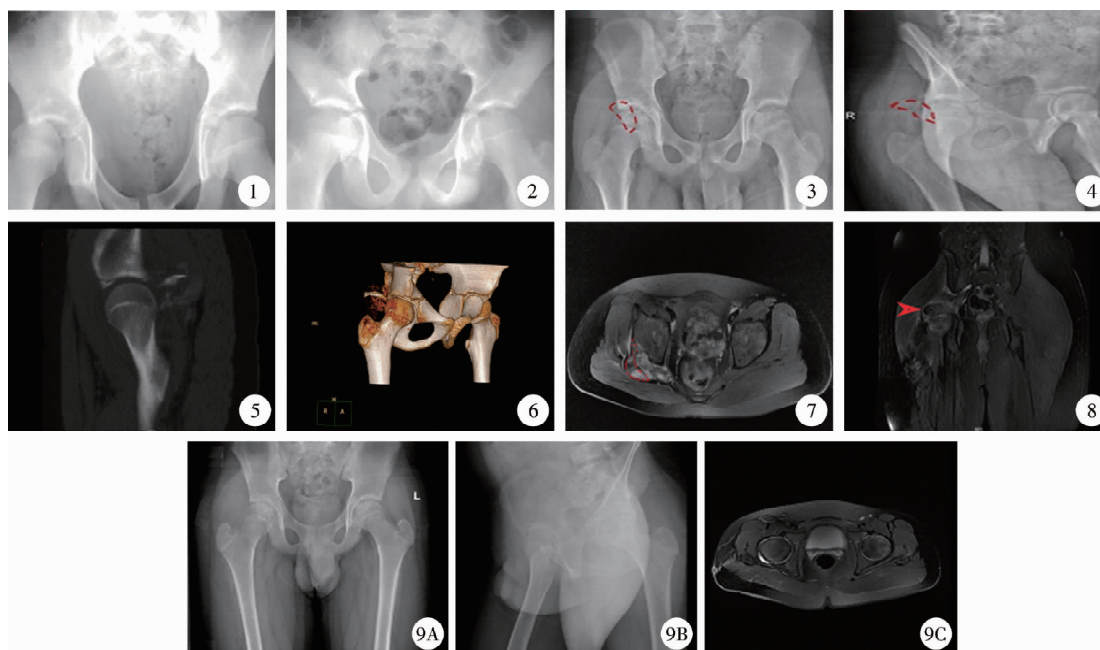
双髋X线正位片显示髋关节后脱位 图2 复位后双髋X线正位片显示脱位已得到纠正 图3 1个月后双髋X线正位片发现髋臼后缘骨折 图4 髋关节后缘骨折,可见游离骨块 图5 三维CT可见髋臼后缘骨折 图6 三维CT重建发现髋臼后缘游离骨块 图7 MRI可见盂唇撕脱 图8 MRI可见未骨化的软骨损伤 图9 术后12个月随访,患者无髋关节疼痛,无股骨头坏死、髋关节间隙不对称、骨关节炎等并发症,Harris评分为优 注 9A:X线正位片;9B:X线侧位片;9C:MRI
